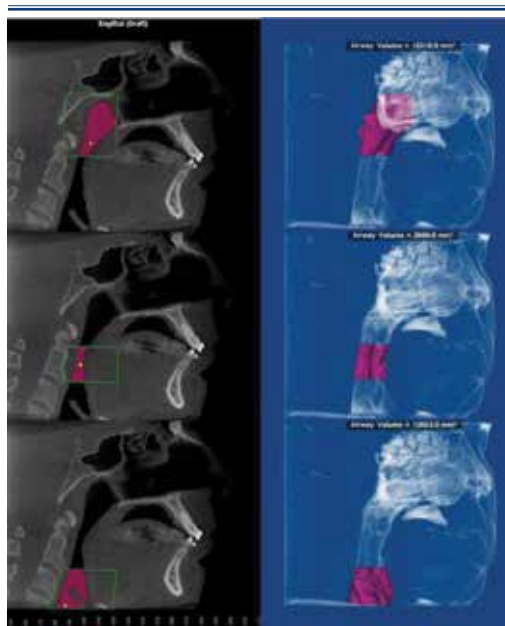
Límites y volumen farínge superior, media e inferior en el cone beam (mm^3).
